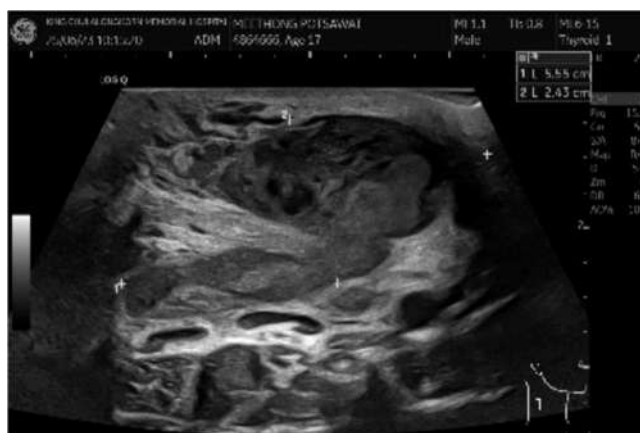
Ultrasonography of neck (Right side)
